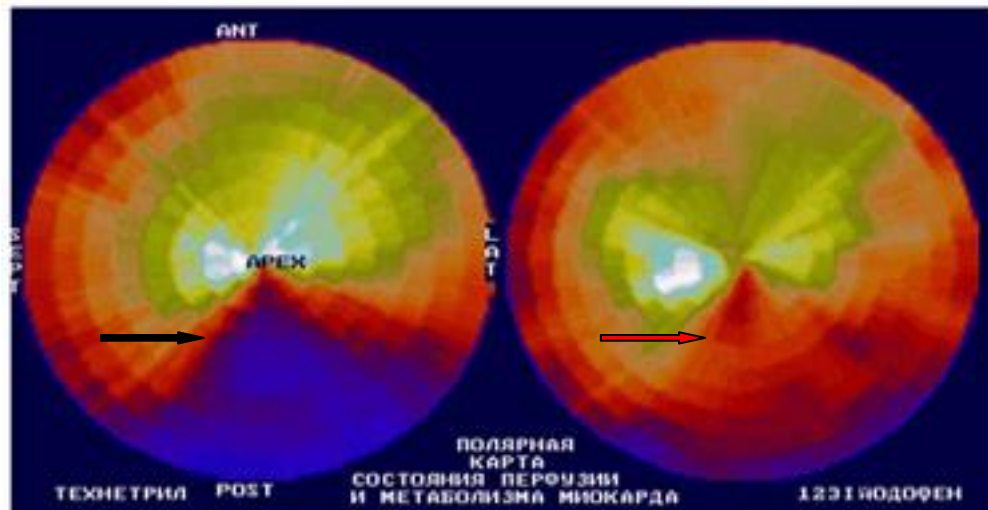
Полярные карты левого желудочка, перфузионная (слева) и метаболическая (справа) б-ного С, 64 лет, после операции АКШ и перенесенного ОИМ. Определяется резко выраженное несогласованное снижение накопления технетрилла (обозначено черной стрелкой) и, менее выраженное, накопление йодофена (обозначено красной стрелкой) в области инфарктированной ниже-задней стенки Л/Ж.
